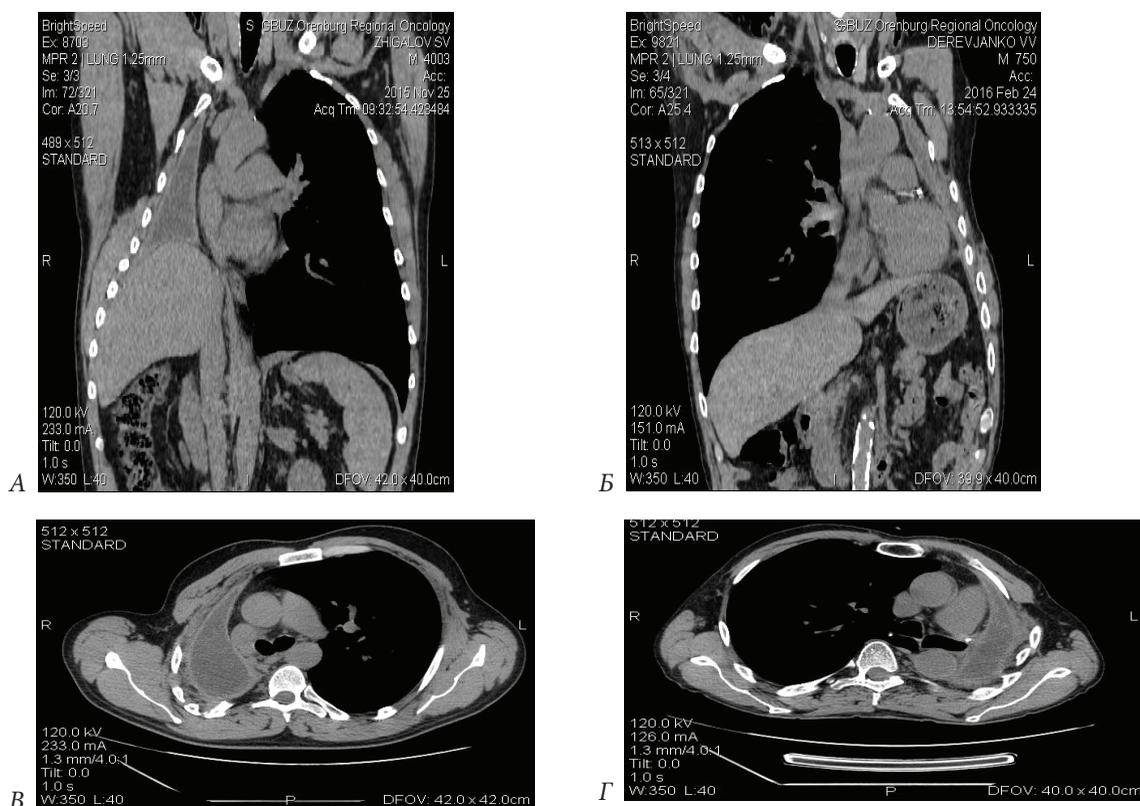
Компьютерные томограммы через 1 год после выполненных пневмонэктомий: правосторонней: А — фронтальный срез; В — аксиальный срез на уровне Th_{VI}; левосторонней: Б — фронтальный срез; Г — аксиальный срез на уровне Th_{VI}
